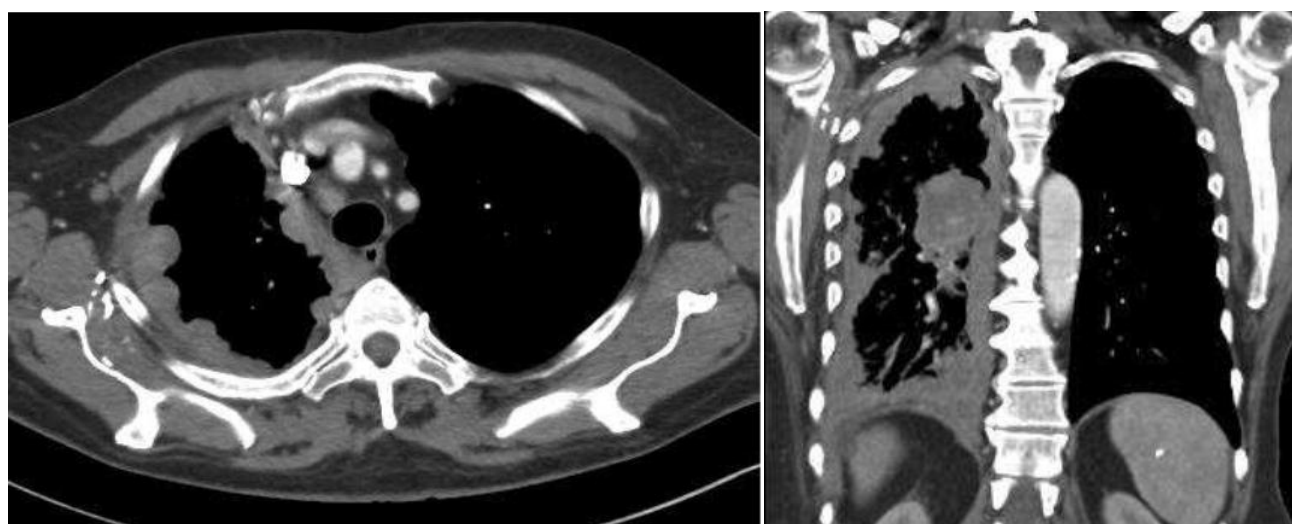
TDM thoracique montrant un épanchement pleural droit multi enkysté associé à un épaississement de la plèvre pariétale à droite. (Coupe transversale et frontale). (122)
